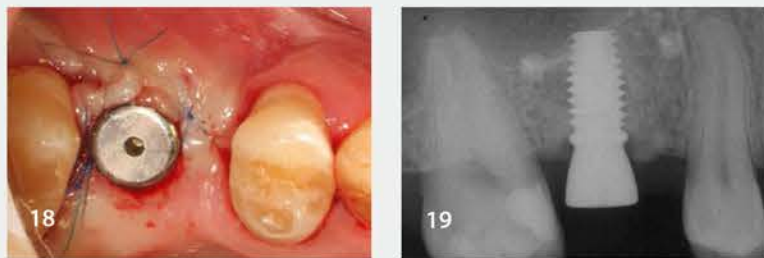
и 19. Установка десневого формирователя. Контрольная рентгенограмма
